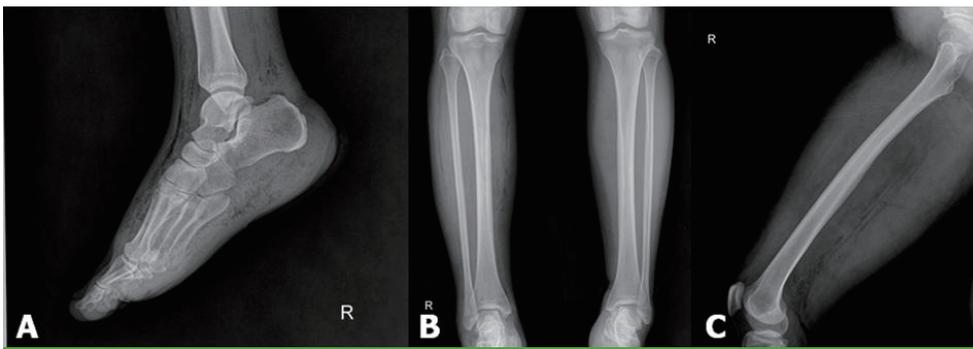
Radiography shows diffuse soft tissue swelling and gas shadow in the right lower extremity.
